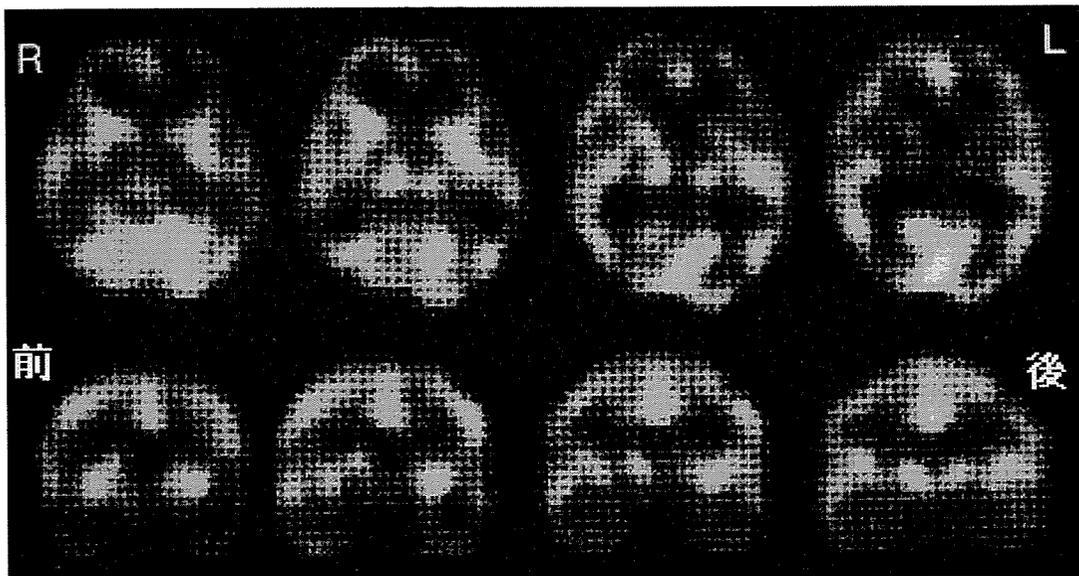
第31病日のECD-SPECT 上段は水平断、下段は矢状断を示す
